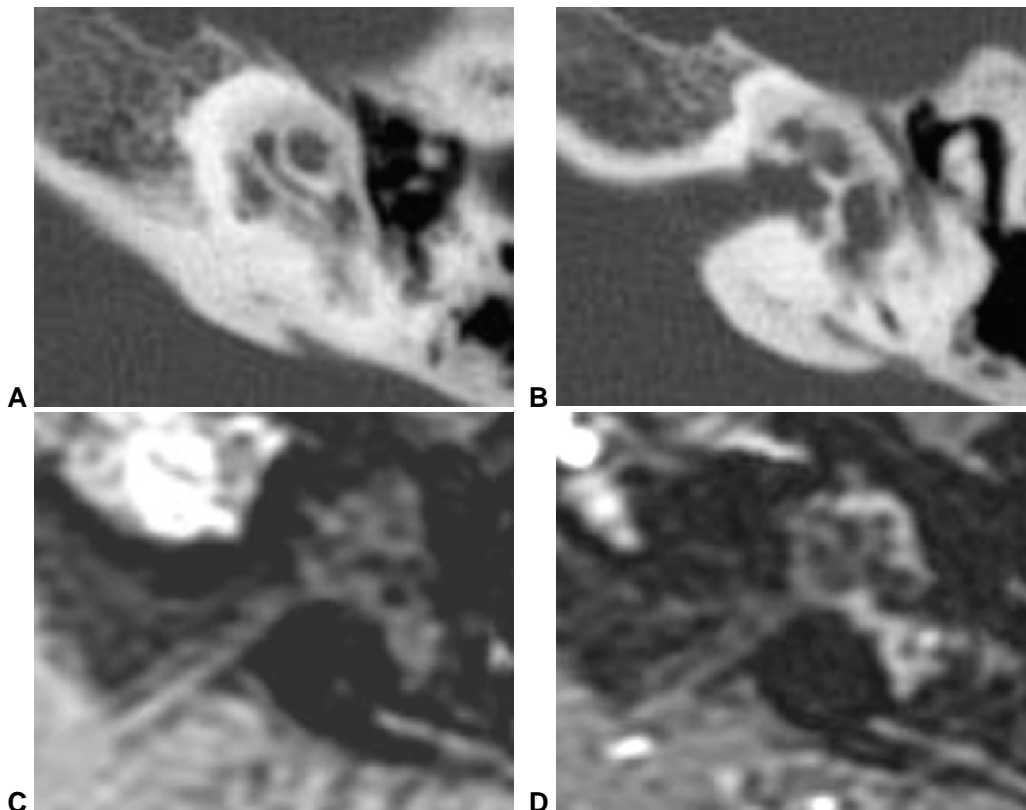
Em A e B, cortes axiais de tomografia computadorizada evidenciando otospongiose com extenso comprometimento da cápsula ótica, caracterizado por zonas de hipodensidade circundando a cóclea, a região inferior do vestíbulo, o nicho da janela redonda e parte do canal semicircular posterior. Em C e D, as imagens de ressonância magnética do mesmo paciente, mostrando impregnação significativa pelo agente de contraste na maior parte das regiões comprometidas.
